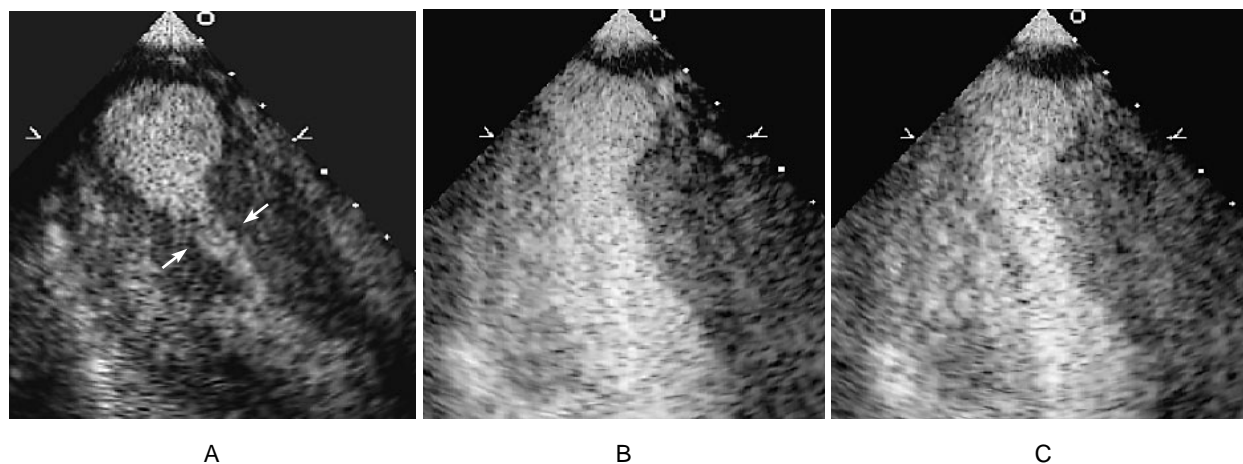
Myocardial contrast echocardiograms in the apical long-axis view at endsystole
